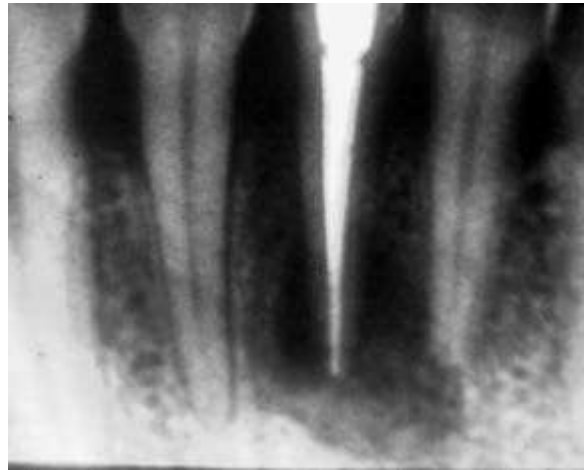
Radiographie préopératoire de la 31.
